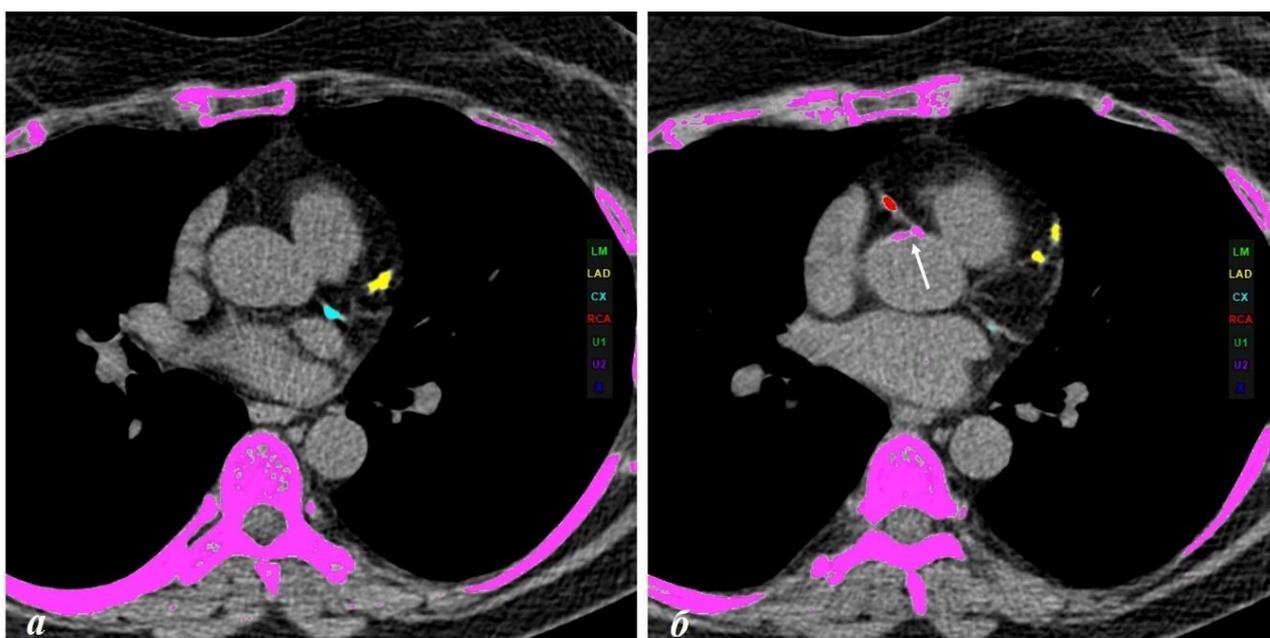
Пациентка Ф, 65 лет. МСКТ сердца, определение коронарного индекса с помощью приложения “Ca score” на рабочей станции SYNGOVIA. Кальцинаты в огибающей артерии выделены голубым цветом (а), в передней межжелудочковой артерии – желтым (а, б), в правой коронарной артерии – красным (б). Также визуализируются кальцинаты фиброзного кольца аортального клапана – розовым цветом (стрелка, б).
